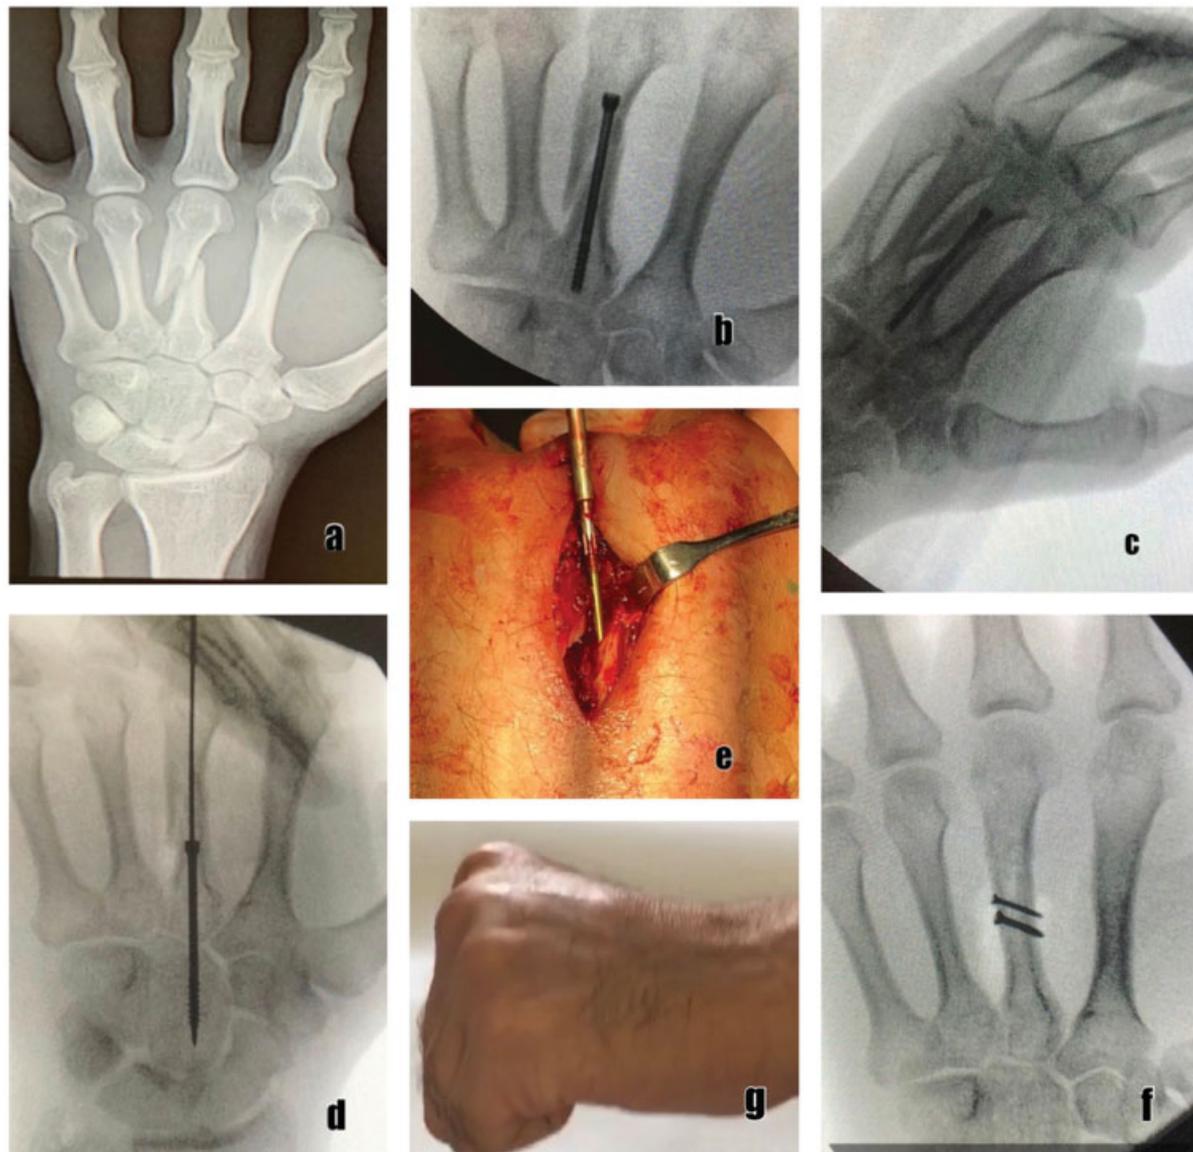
(A) Fractura en el tercer metacarpiano, única, con trazo oblicuo corto, desplazada. (B) Se realizó reducción cerrada y colocación de tornillos intramedulares 3.0, con 40 mm de largo; la imagen muestra la reducción lograda en el intraoperatorio. (C) Radiografía del primer control postoperatorio a la semana, en que se observa una pérdida de reducción. (D) Imagen intraoperatoria en que se observa el avance del tornillo hacia proximal para su extracción por el foco de fractura, dada la imposibilidad de realizarlo por la cabeza del metacarpiano. (E) Imagen intraoperatoria en que se muestra la extracción del tornillo por el foco de fractura. (F) Imagen intraoperatoria en que se muestra la reducción lograda con tornillos con técnica compresiva. (G) Función alcanzada por el paciente a las cuatro semanas postoperatorias, en que se observa la flexión total de la articulación metacarpo-falángica.
